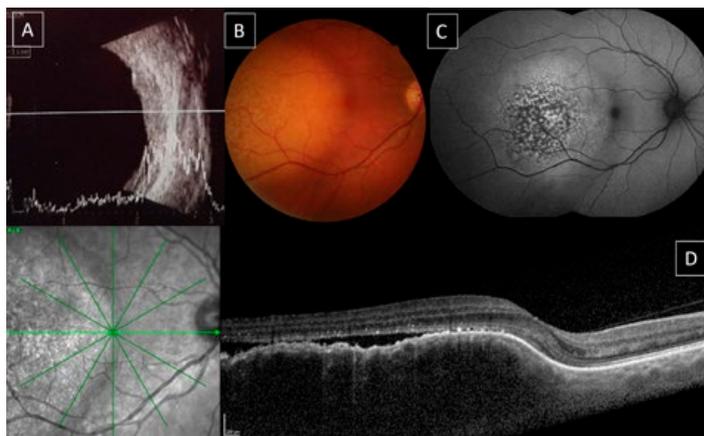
Metástase de tumor do pulmão: Ecografia com lesão solida em plateau de refletividade elevada (A); Retinografia com massa subretiniana amelanótica mosqueada (B); AFF com padrão heterogéneo (C); OCT-EDI com lesão coroideia hiporrefletiva de superfície lumpy bumpy e com fluido subretiniano (D).
